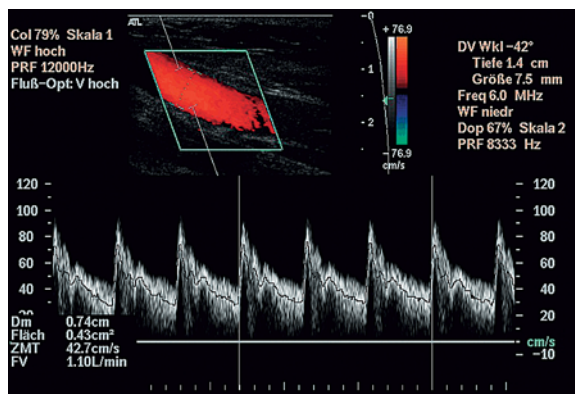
Duplexsonographische Shuntvolumenmessung in der zuführenden Arteria brachialis
